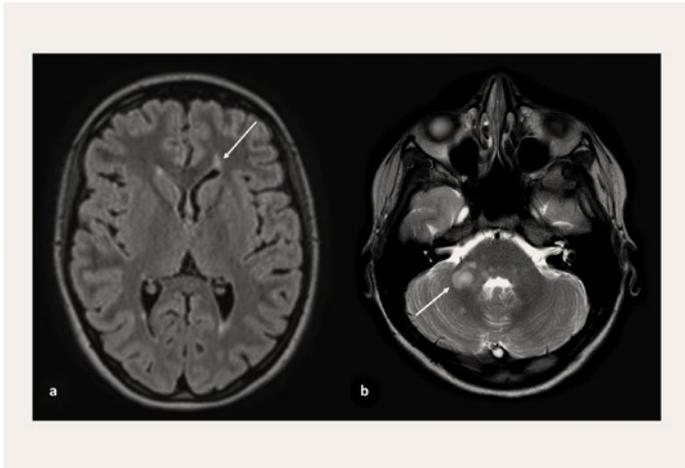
FLAIR axiale avec mise en évidence de lésions périventriculaires.
